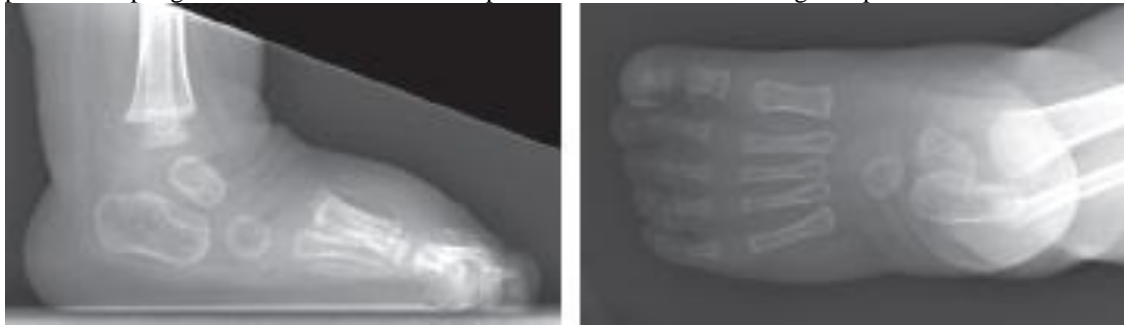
Radiografías tomadas a los 20 meses de edad muestran una marcada mejoría en la alineación ósea. Sin embargo, el desplazamiento medial del cuboides no está completamente reducido. El calcáneo está en 15 grados de flexión plantar. Pudiera requerirse de una tercera tenotomía del Aquiles.
